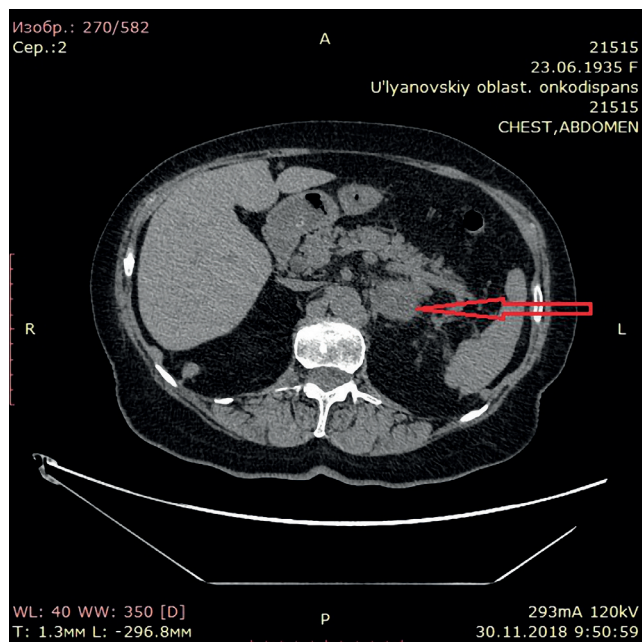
КТ брюшной полости (стрелкой указан отмечен увеличенный л/узел в области хвоста поджелудочной железы).
